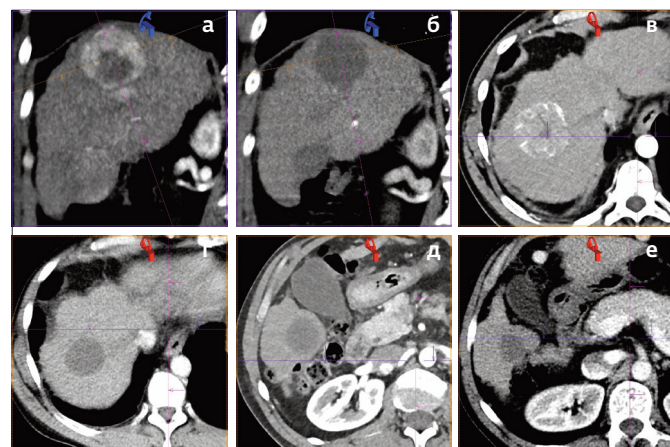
(а-е). Результаты локорегионарного лечения ГЦР стадии ВCLC B II (продолжение рис. 11, рис. 12, рис. 13): а. Артериальная фаза МСКТ до начала лечения – визуализируется три узла ГЦР размерами 52х51х46 мм, 28х20х18 мм (сливается с первым) и 49х43х39 мм в краниокаудальном направлении; б. Артериальная фаза МСКТ через 7 мес. после третьей ссХЭ-ЛНМ – полный ответ в трех узлах по mRECIST; данных за локальное прогрессирование или локальный рецидив заболевания нет; в, г. Артериальная фаза МСКТ – изменения васкуляризации и размеров наиболее крупного первого узла до начала лечения и через восемь месяцев после однократной ссХЭ-ЛНМ; д, е. Артериальная фаза МСКТ – изменения васкуляризации и размеров третьего узла через два и десять месяцев после однократной ссХЭ-ЛНМ.
